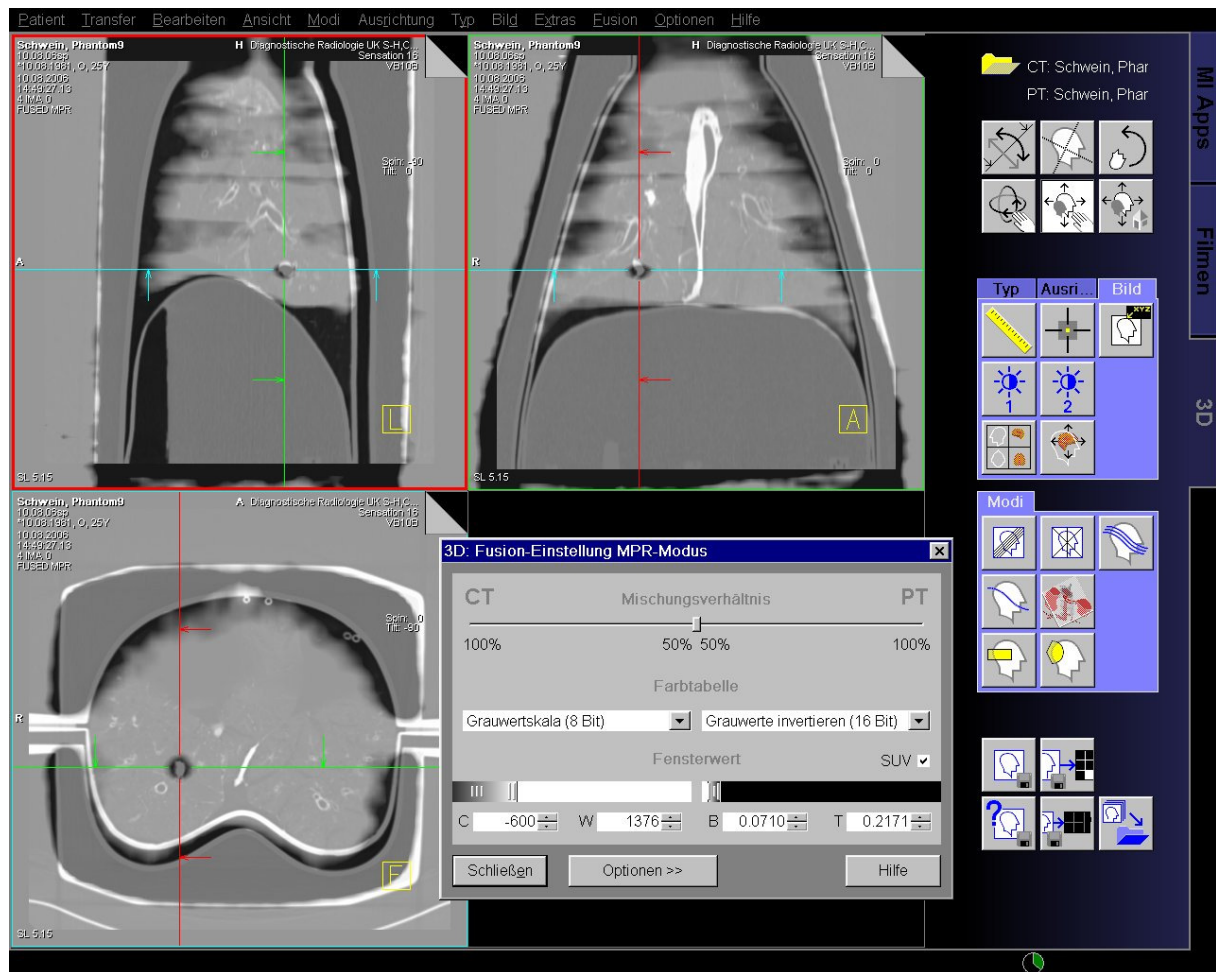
Dokumentationsbeispiel eines Lungenrundherdes. Darstellung eines Lungenrundherdes als Fusionsbild von Positronen-Emissions-Tomographie und Computertomographie.
